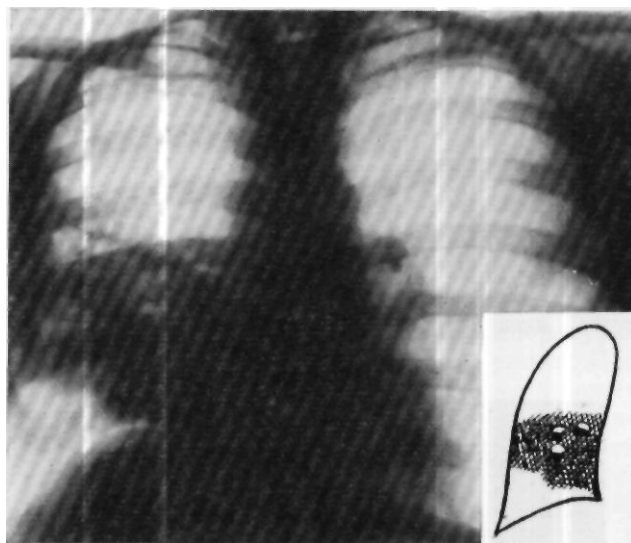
Рентгенограмма больного Р-го. Справа от V до VIII ребра (по задним отделам) во всю ширину легочного поля видна интенсивная тень инфильтрации легочной ткани, сливающаяся с тенью сердца. На фоне тени инфильтрации в шестом межреберье видны участки просветления -полости. Правый купол диафрагмы в медиальном отделе смещен вверх.
